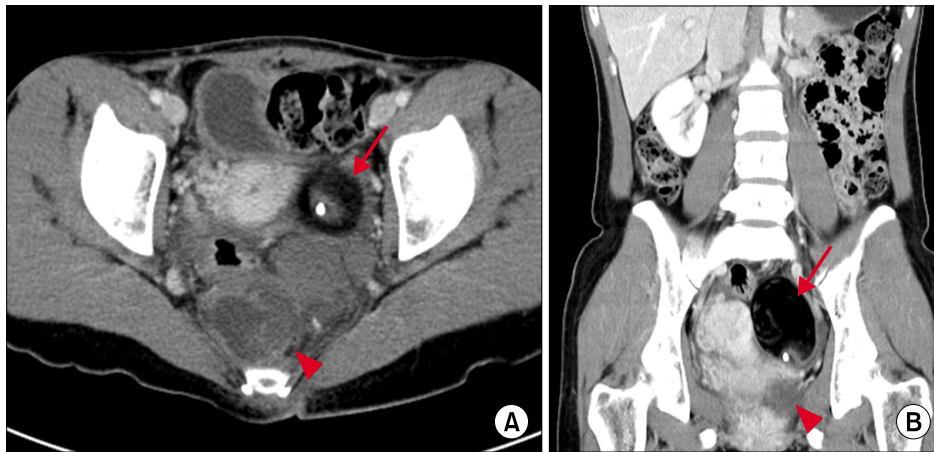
Abdomen & pelvis computed tomography findings. CT images show 5.2 × 5.8 cm sized cystic mass (indicated by arrow) in the left ovary and 5.5 × 6.3 cm sized mass (indicated by arrowhead) composed of calcification, fat and soft tissue adjacent to rectum in the presacral area. (A) Axial view. (B) Coronal view.
